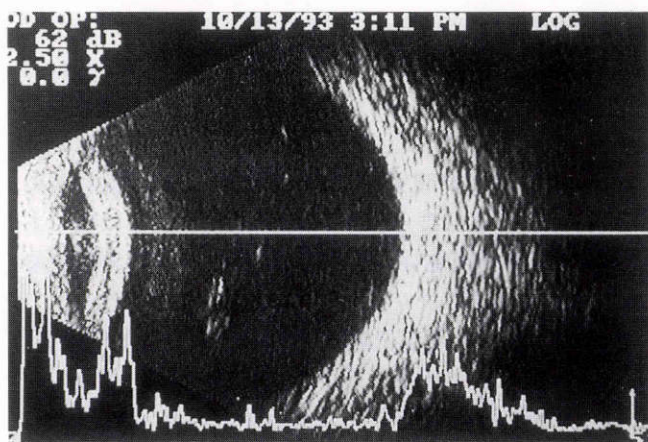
発端者の初診時左眼 B モード超音波断層写真。
